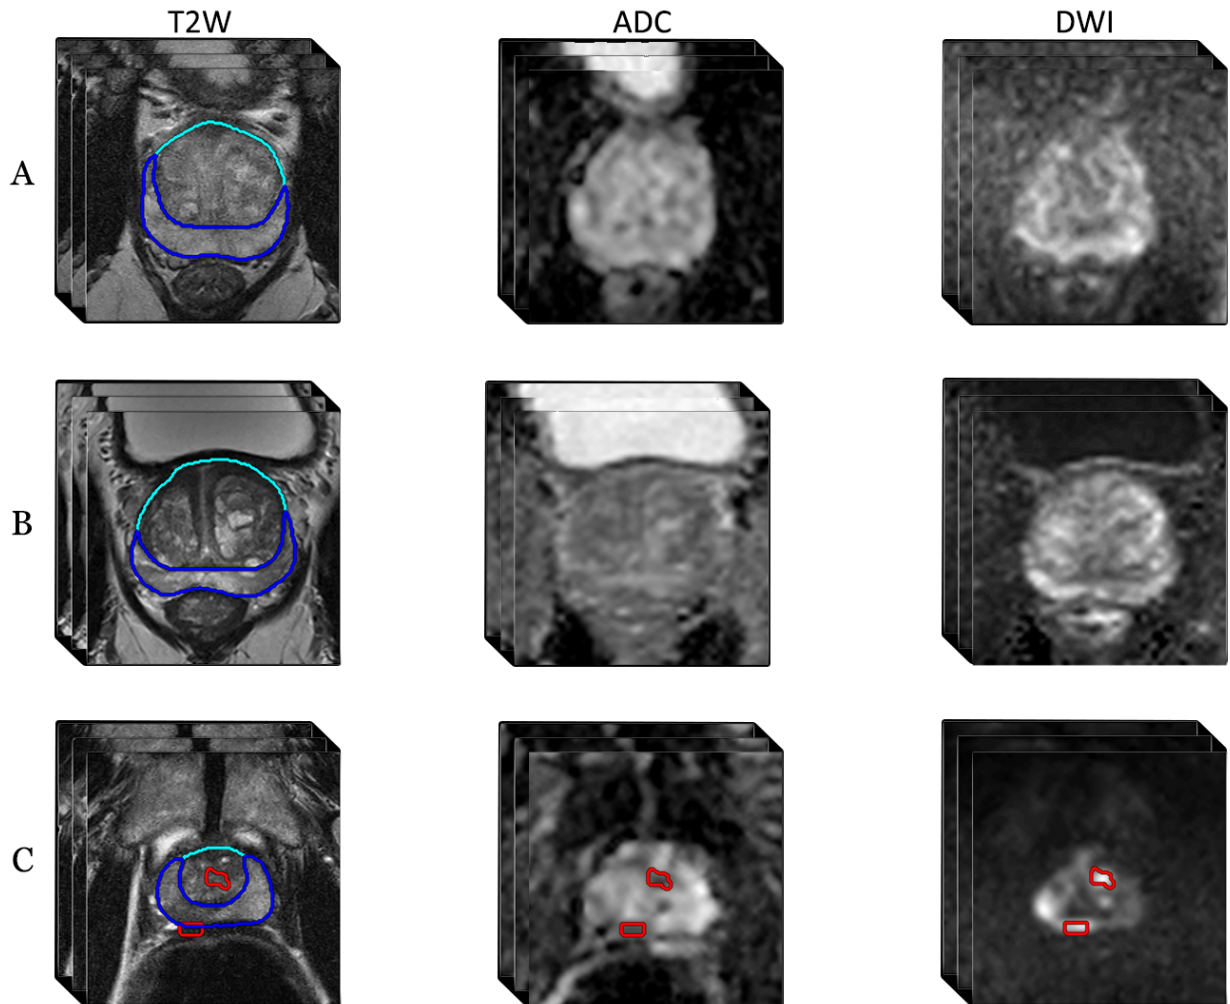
Ejemplos de hallazgos en estudios bp-MRI. La figura muestra imágenes de tres pacientes: a) Paciente control, b) Paciente con hiperplasia prostática benigna (HPB), y c) Paciente con dos lesiones csPCa. Las columnas corresponden a las secuencias T2W (izquierda), ADC (centro) y DWI (derecha). Se destacan también la zona central (cian), la zona periférica (azul) y, en el caso del paciente C, las lesiones csPCa (rojo).
